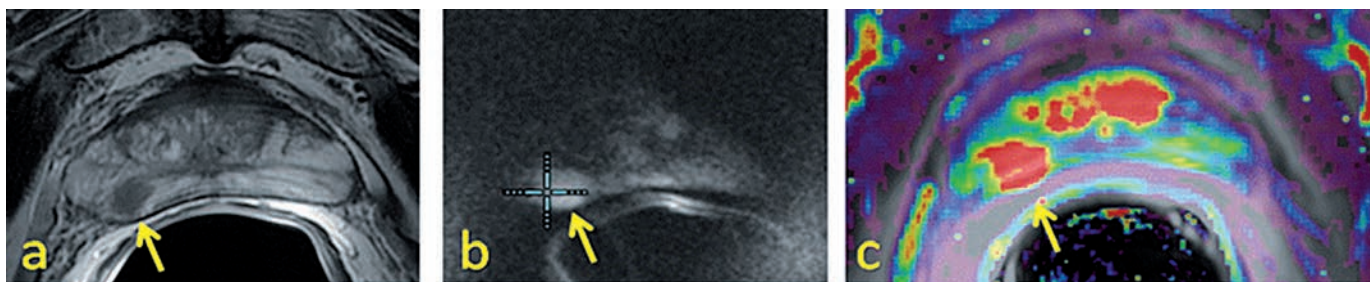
Multiparametrische MRT (mpMRT) – Diagnostik im KHDF: Prostatakarzinom (Gleason Score 7b), Darstellung des Tumors in T2-Wichtung (a), Diffusionswichtung (b) und mittels Dynamischer Kontrastmittel-MRT [K trans] (c).
